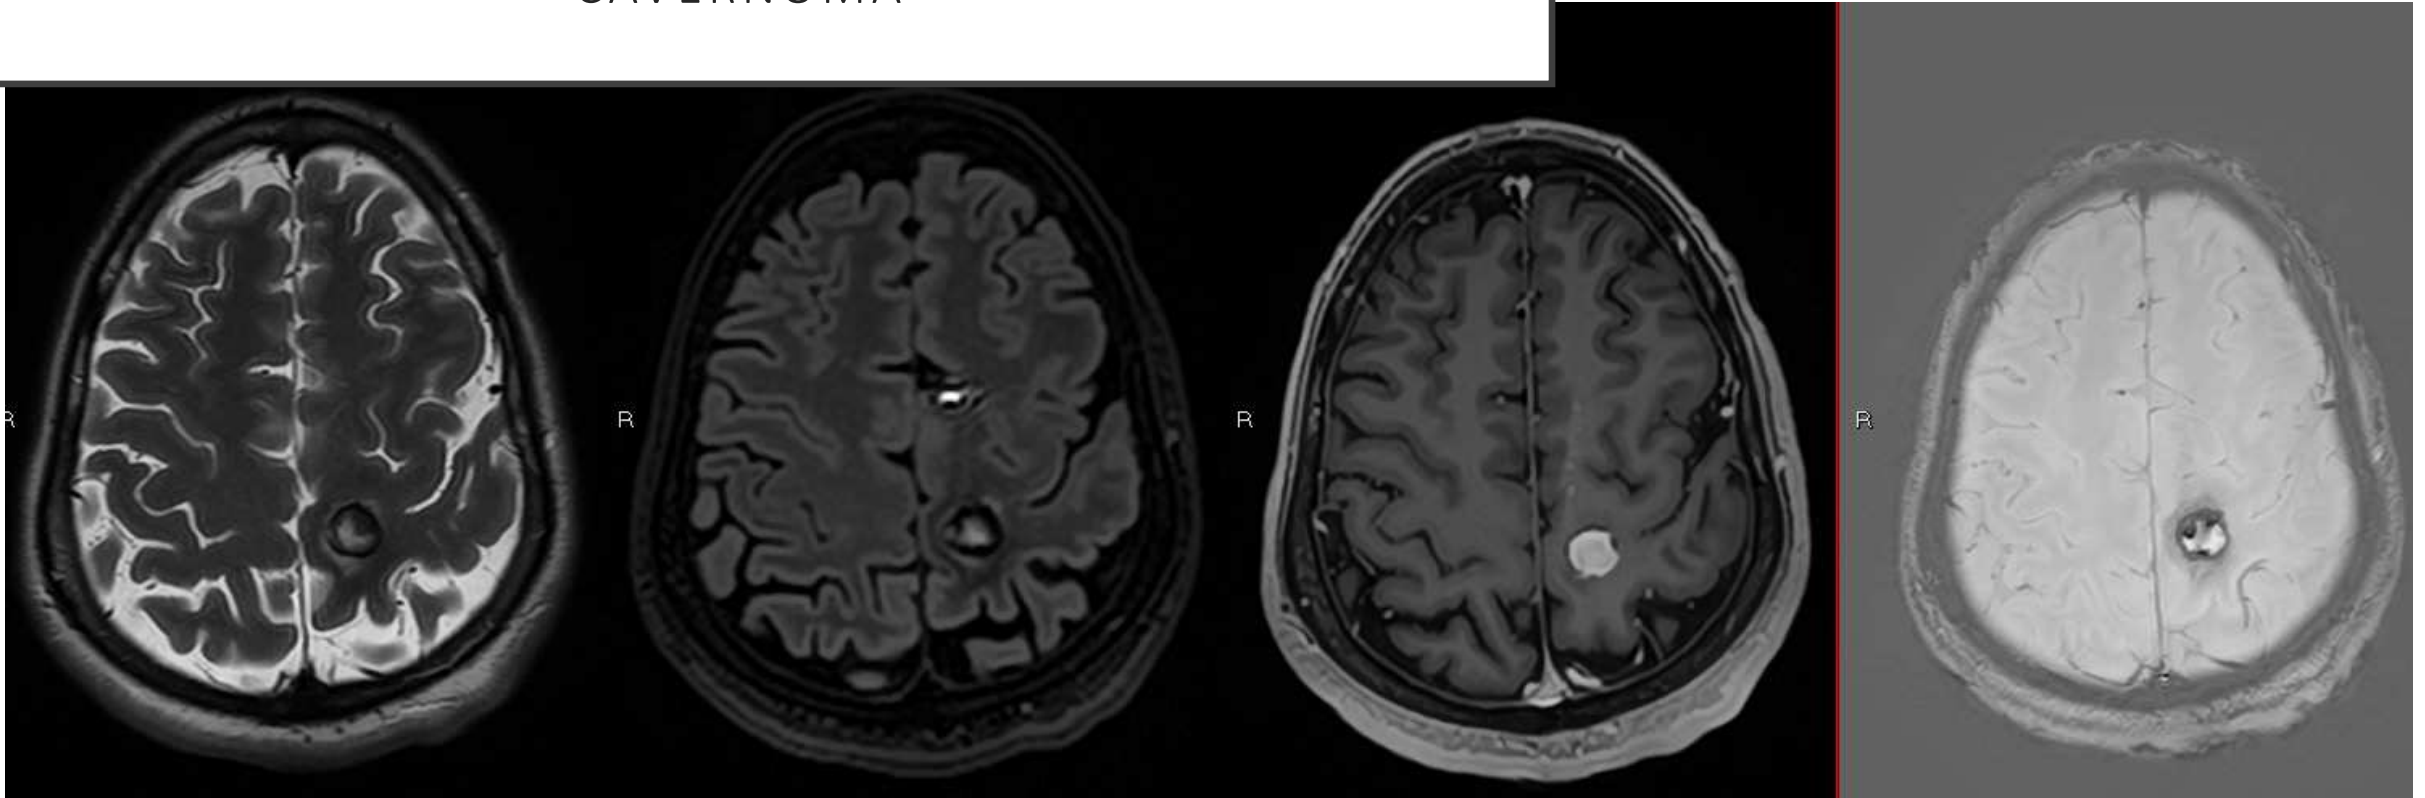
Cortes axiales secuencias T2, FLAIR, T1 post contraste y susceptibilidad. Lesión redondeada, con anillo periférico hipointenso en T2 por hemosiderina, y blooming en secuencia de susceptibilidad, con hiposeñal correspondiente a la hemosiderina.
